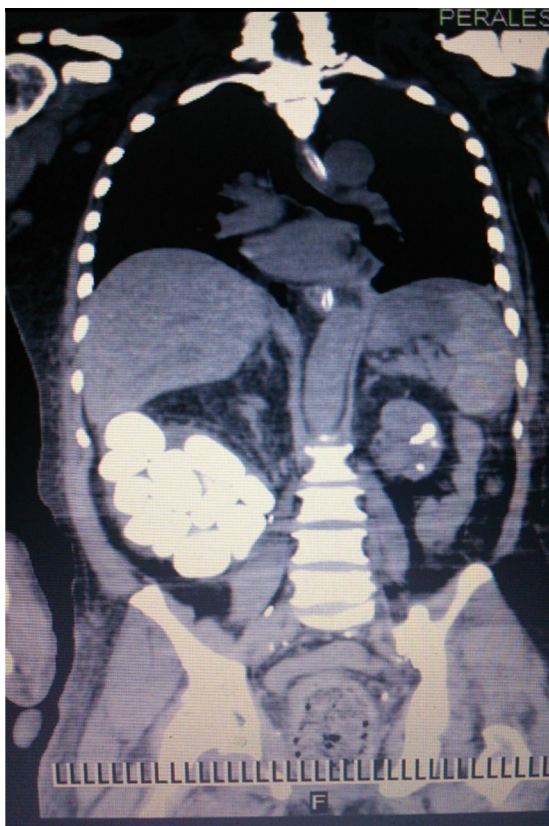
TAC simple de abdomen: carga litíásica en reservorio urinario.
